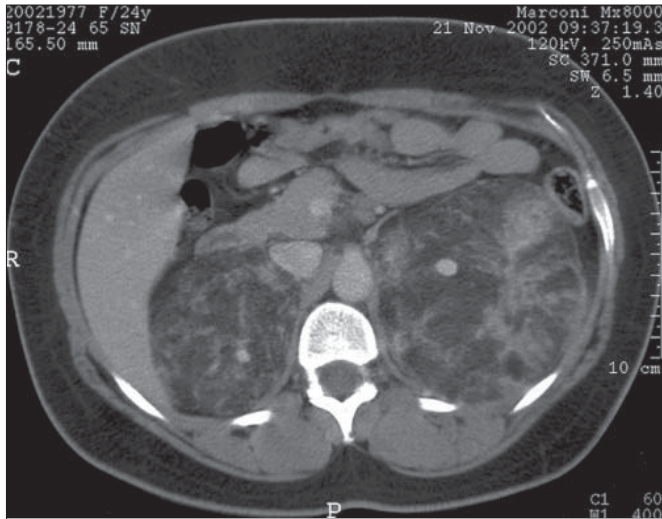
Initial contrast-enhanced CT of the abdomen shows a faint angiomyolipoma in the left kidney with a large angiomyolipoma in the right kidney..
